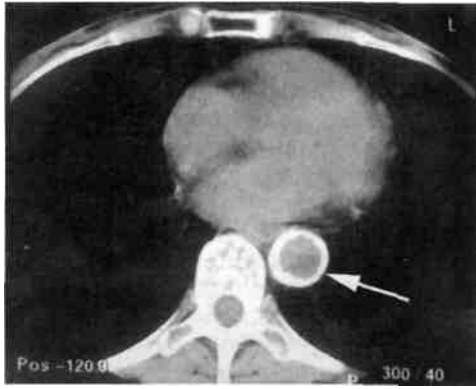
Компьютерная томография. Стрелкой обозначен циркулярный кальциноз нисходящего отдела грудной аорты.
